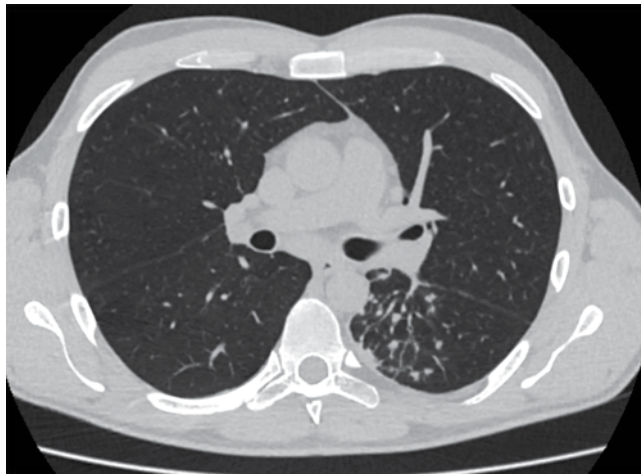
Пациент Т. КТ органов грудной клетки от 16.12.2020 г. описание в тексте
